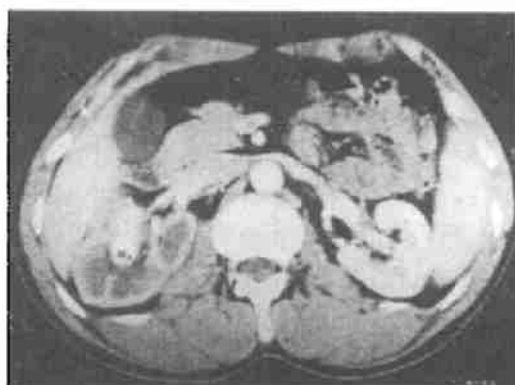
右侧肾盂内动静脉瘘。增强扫描肾盂内类圆形高密度灶,CT值122 Hu
